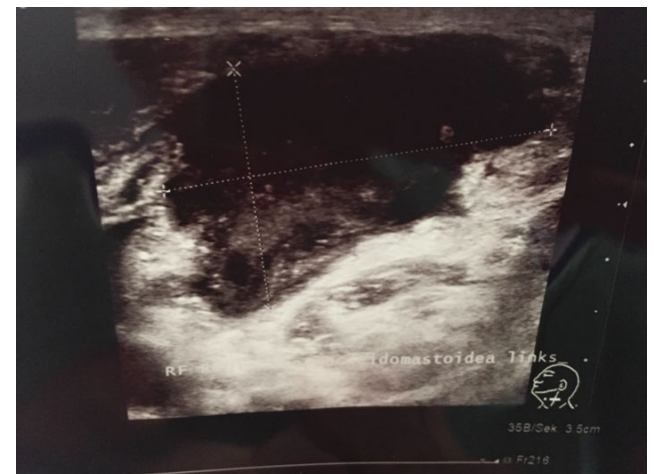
Zusätzliche sonografische Aufnahme der Raumforderung in Level IV links (axial): gemischt echoarm-echoreiche Raumforderung mit inhomogener Begrenzung und infiltrativem Aspekt zum quer getroffenen M. sternocleidomastoideus (erkennbar oben links im Bild). Die dorsale Schallverstärkung weist auf den hohen liquiden Anteil der Raumforderung hin (vereinbar mit einer zentralen Einschmelzung/Nekrose).
